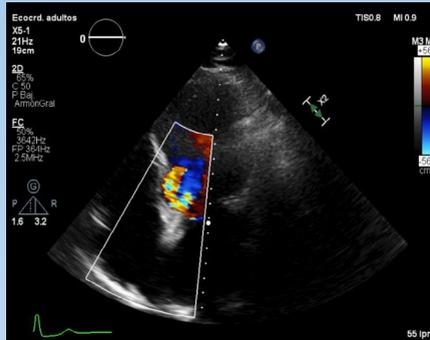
Ecocardiograma transtorácico (ETT), plano apical con doppler color, y signos de insuficiencia aórtica severa.
